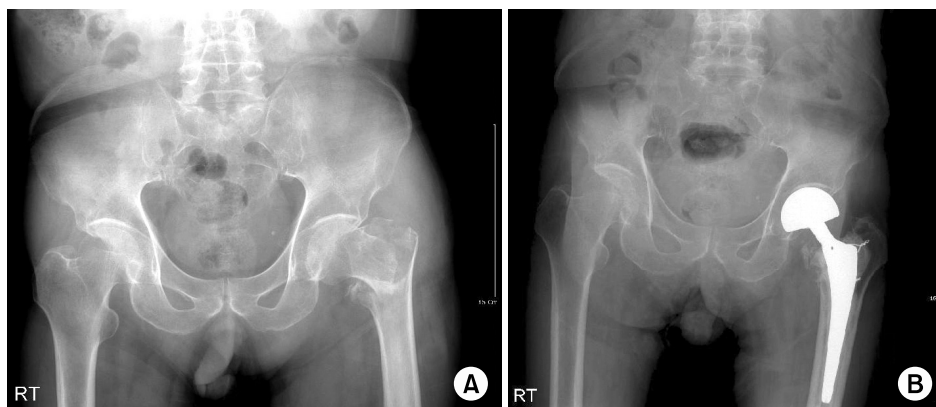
(A) Preoperative radiograph of a 72-year-old male showing unstable intertrochanteric fracture according to Evans classification. (B) Postoperative radiograph after 13 months showing good maintenance of implant.
